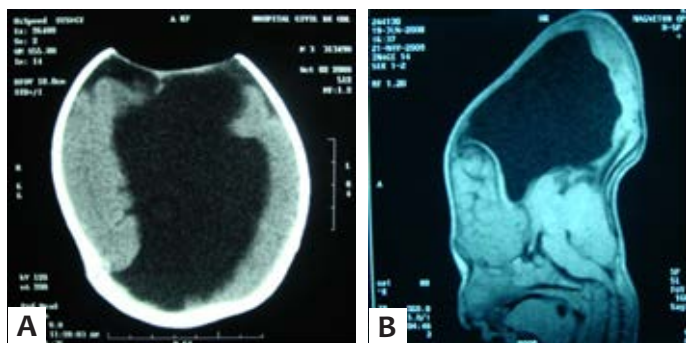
Tomografía axial computarizada de cráneo simple en un corte axial (A) y resonancia magnética de cráneo simple en un corte sagital (B).
